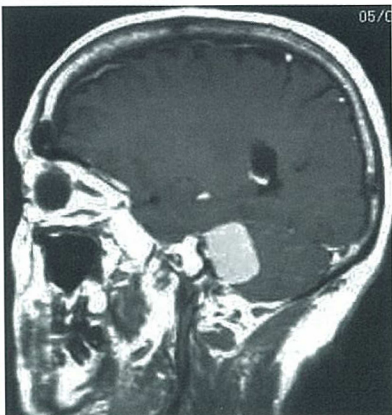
MRI T1 強調画像 均一に造影剤で増強される腫瘍が小脳テントに接している。
